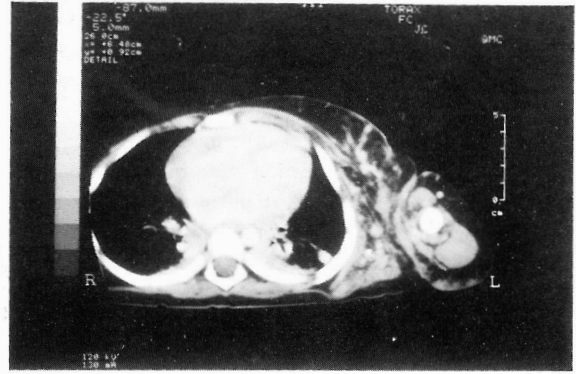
TAC torácica aos 2,5 anos.
